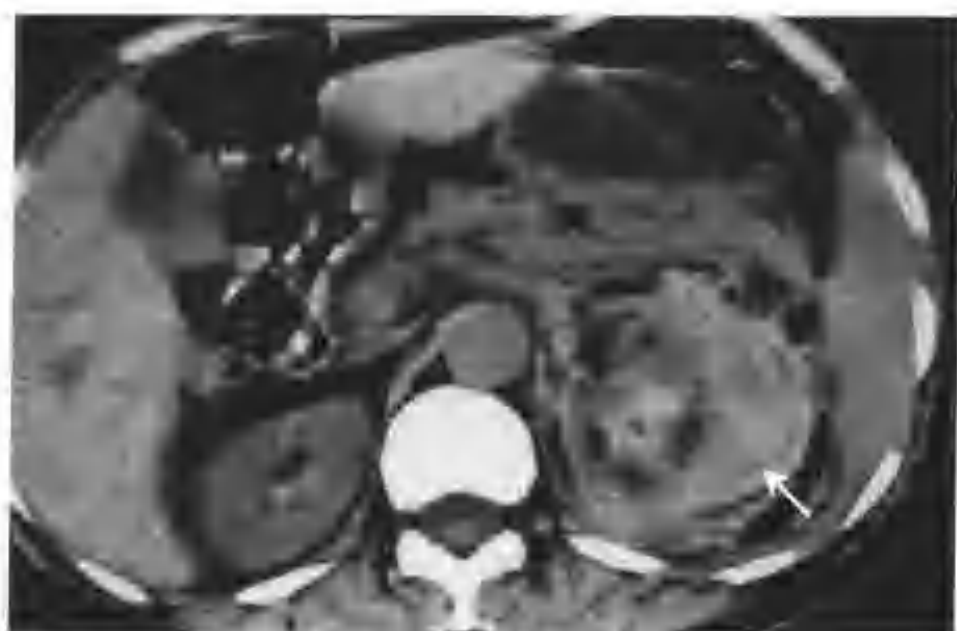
与图4-5-21为同一病例，不同层面（CT平扫示左肾包膜下积血（箭头））
